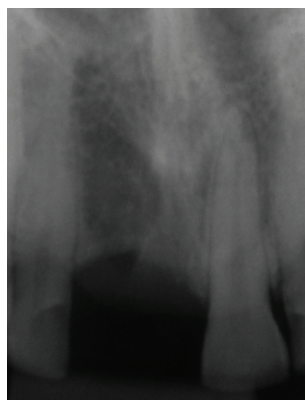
Radiografía periapical del sitio 1.1.
